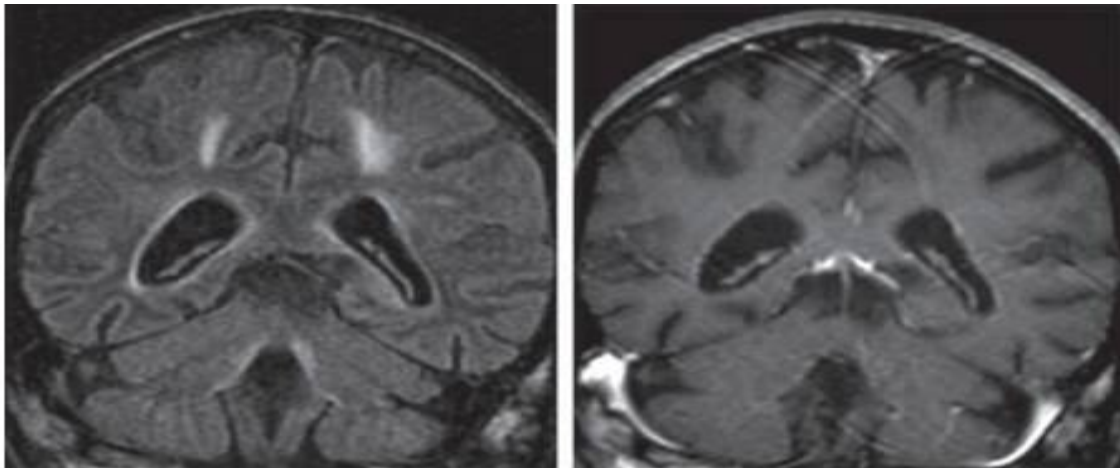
Ependymite à CMV chez un homme de 30 ans atteint du SIDA. IRM cérébrale en coupes coronale en séquence pondérée FLAIR (a) montre une hypersignal circonférentielle entourant les ventricules latéraux et le quatrième ventricule. Une anomalie de signal T2 non spécifique de la substance blanche sous corticale. En T1 avec injection du gadolinum (b) révèle un rehaussement péri ventriculaire fin et linéaire. (Ce Cas est présenté par Max Wintermark, MD, Université de Californie, San Francisco).
